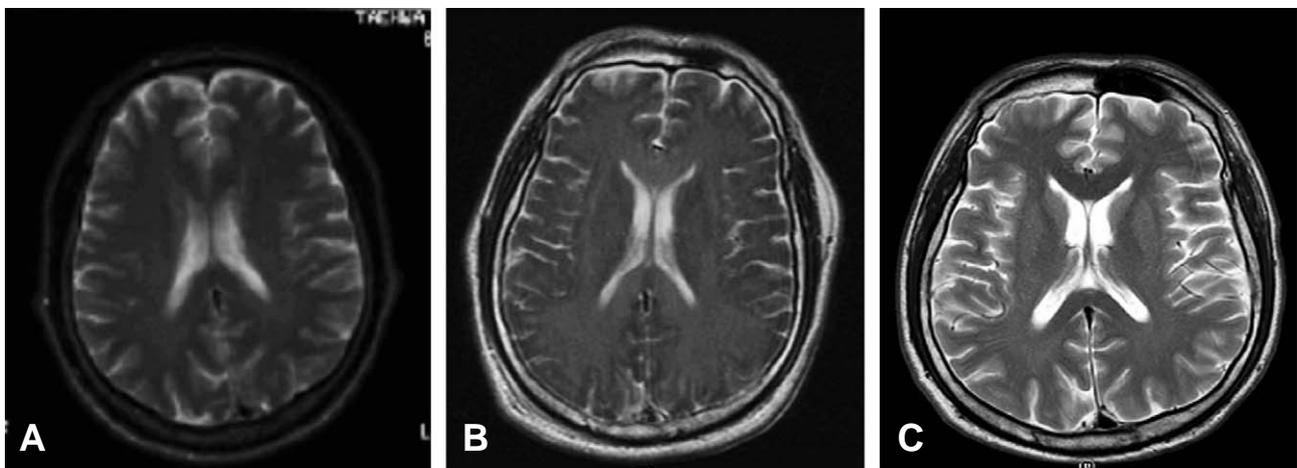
Changes of MRI finding. a. before admission, MRI was normal b. at 12th days of hospitalization, MRI showed symmetric high intensity lesion in bilateral cerebral hemisphere c. at 4 months of hospitalization, MRI was normalized
